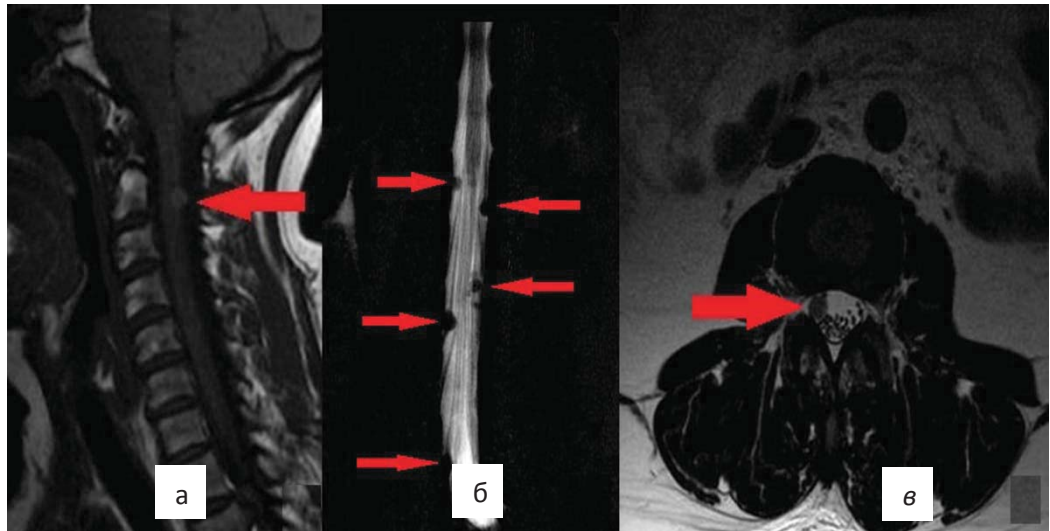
МРТ спинного мозга: а- множественные опухоли (метастазы) шейного отдела, б, в- поясничного отдела (указаны стрелкой).
